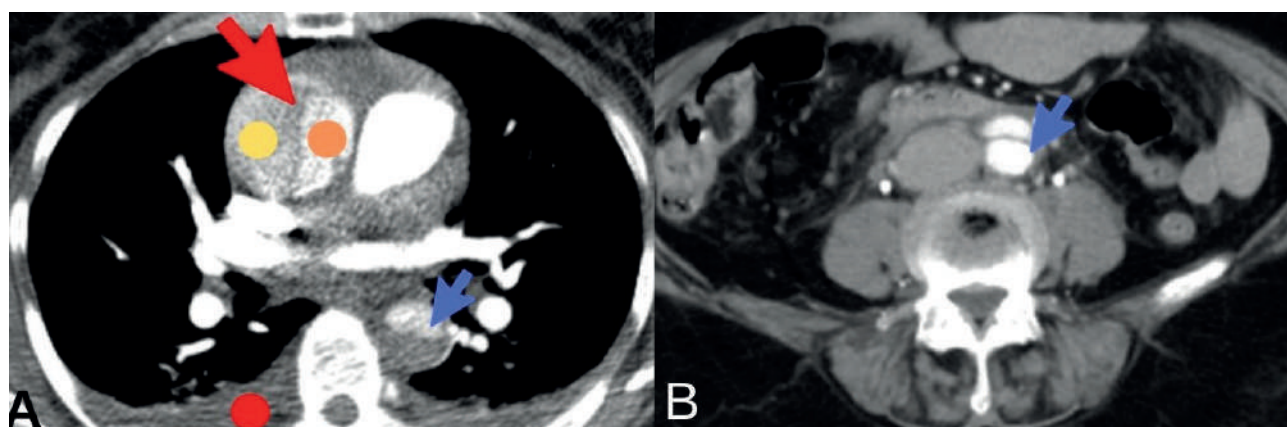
A, Axial CT images show the initial intimal tear in the ascending aorta (red arrow) and reentry in the descending thoracic aorta (blue arrow) as well as pleural fluid (red circles). The intimal flap, true (orange circle) and false lumen (yellow circle). B, The dissection flap extending into the aorta bifurcation (blue arrow). CECT images
